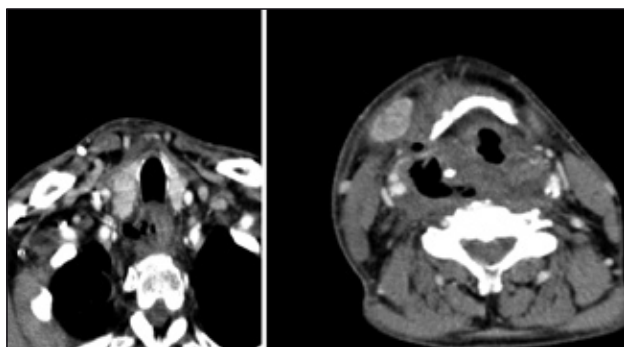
TAC cervical en el que se aprecia la colección abscesificada retrofaríngea derecha, con extensión parafaríngea y mediastínica.
